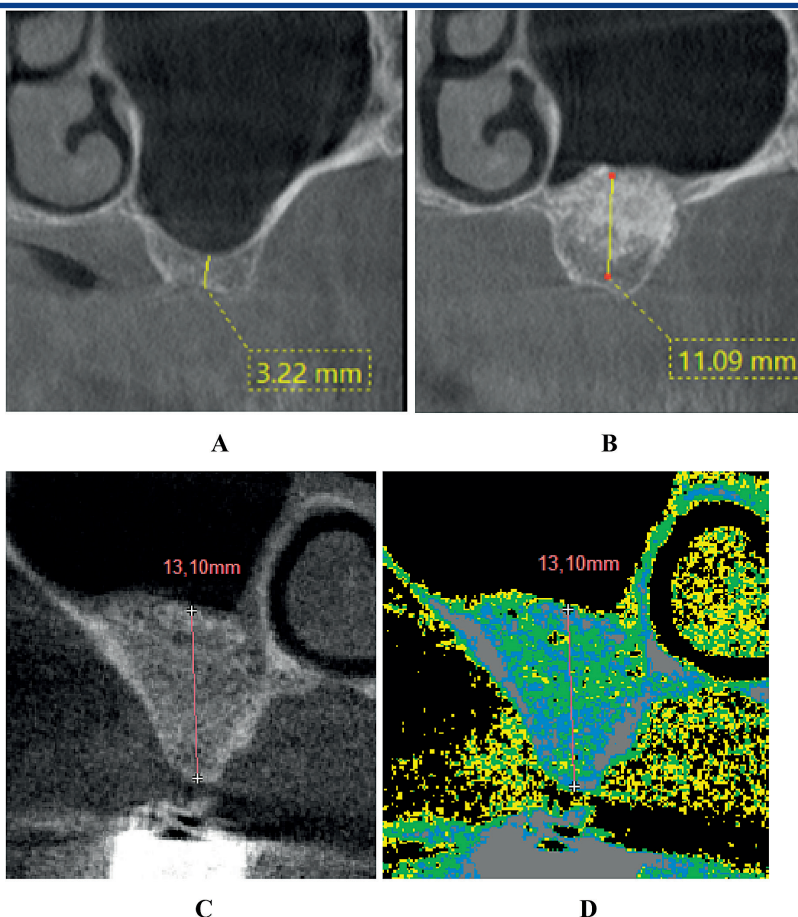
Трансверсальна реконструкція (комп'ютерна томографія): А – I група (стан до оперативного втручання); В – I група (6 місяців після оперативного втручання); С – II група (6 місяців після оперативного втручання); D – II група, візуалізація щільності кісткової тканини в режимі псевдоколірності (6 місяців після оперативного втручання).
